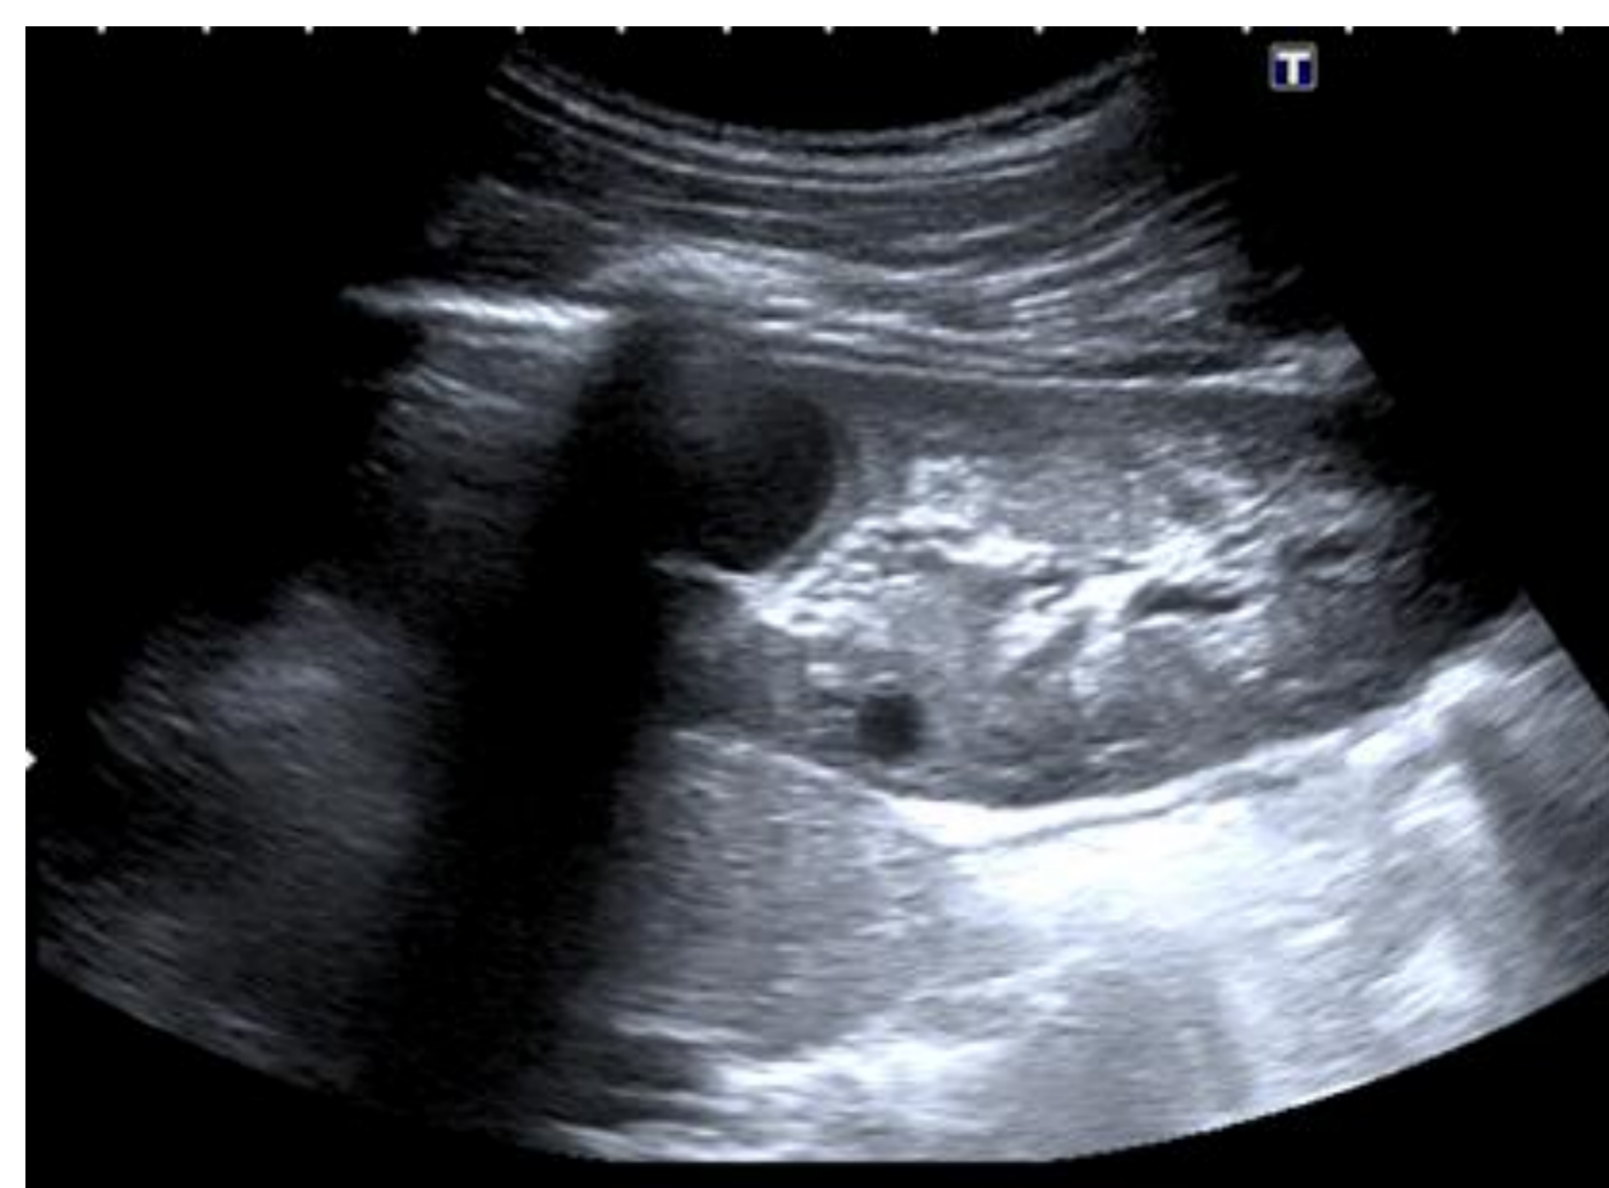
Darstellung zweier Nierenzysten des Patienten von dorsal in der Abdomensonografie
